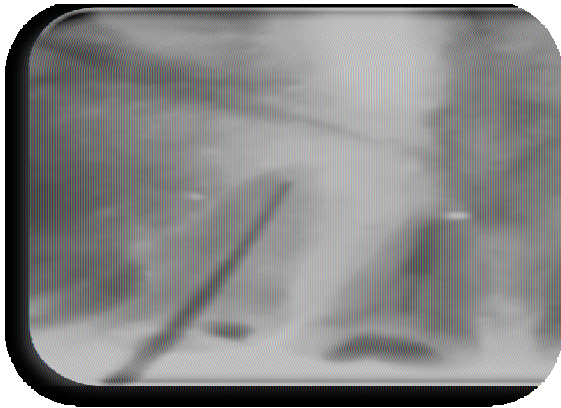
radiographie lime en place de la 12
